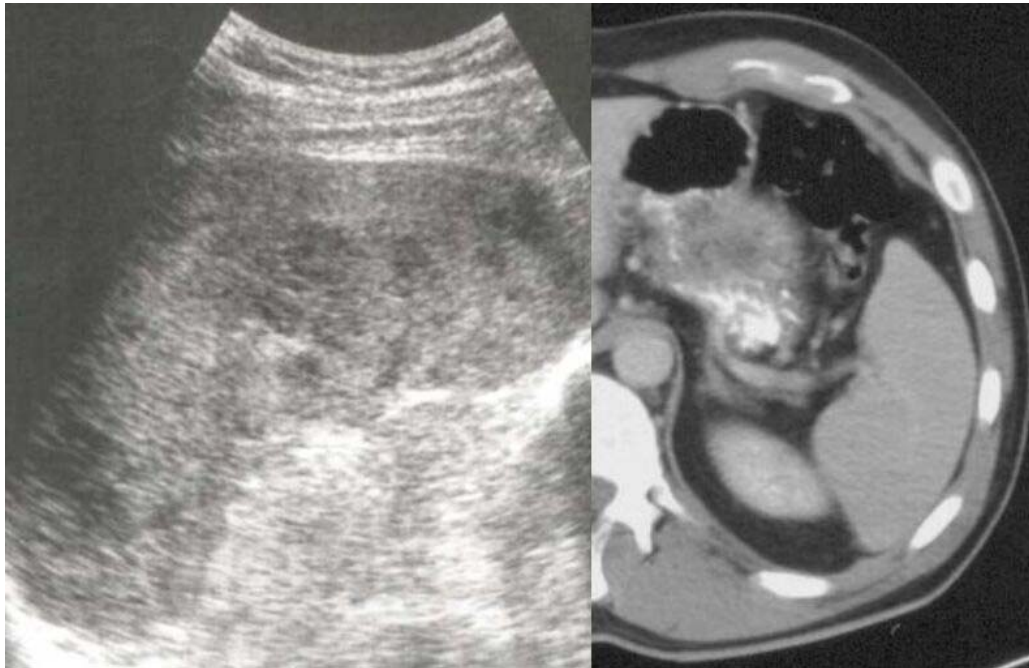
Diffuser Milzbefall in der Sonographie deutlich erkennbar, demgegenüber lässt sich der Milzbefall in der CT-Untersuchung nicht nachweisen
